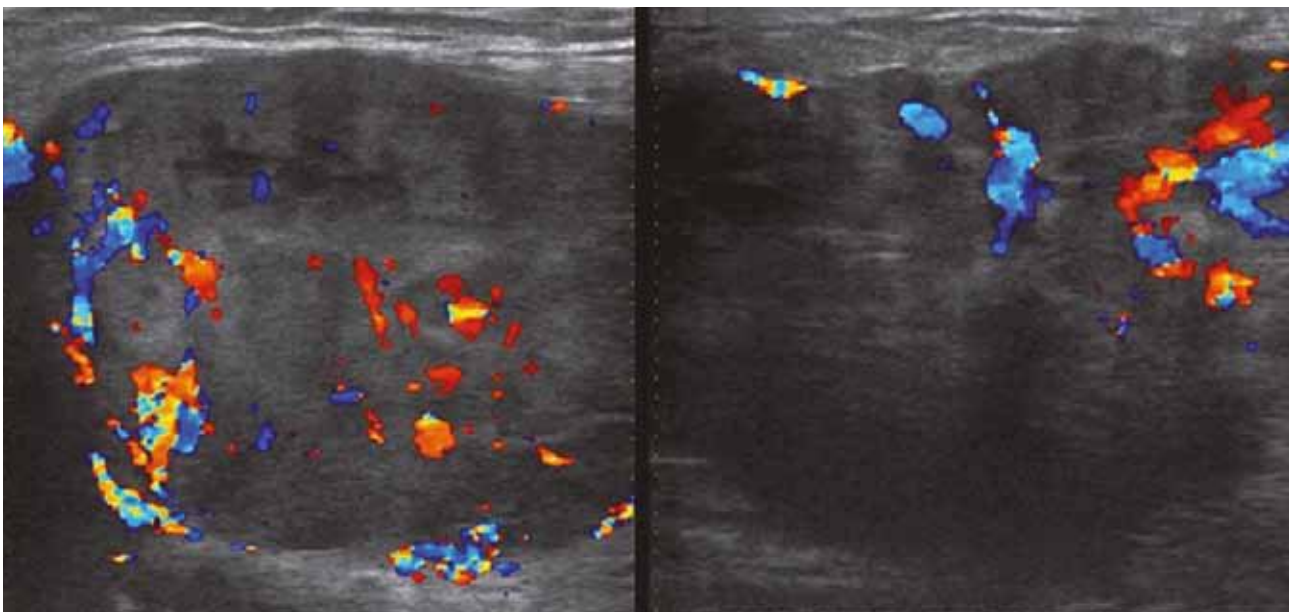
USG obraz neostroohraničeného, heteroechogénneho tumorózneho ložiska u popisovanej 77 ročnej pacientky (viď.obr.1).
